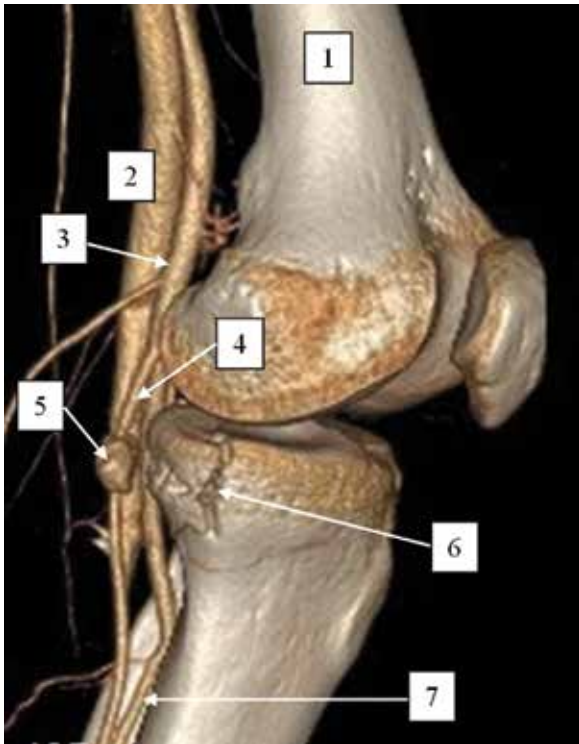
КТ-ангиография левой нижней конечности (3D реконструкция). 1- левая бедренная кость; 2 – подколенная вена; 3 – подколенная артерия; 4 – задняя большеберцовая артерия; 5 – артериовенозная фистула; 6 – перелом медиального мыщелка большеберцовой кости; 7 – малоберцовая артерия.
